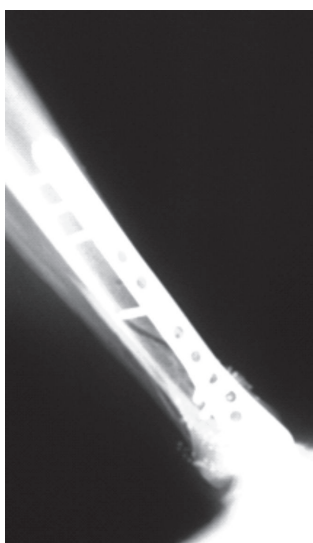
A. Radiografía de tibia. Nótese el trazo de fractura. Ver explicación en el texto
